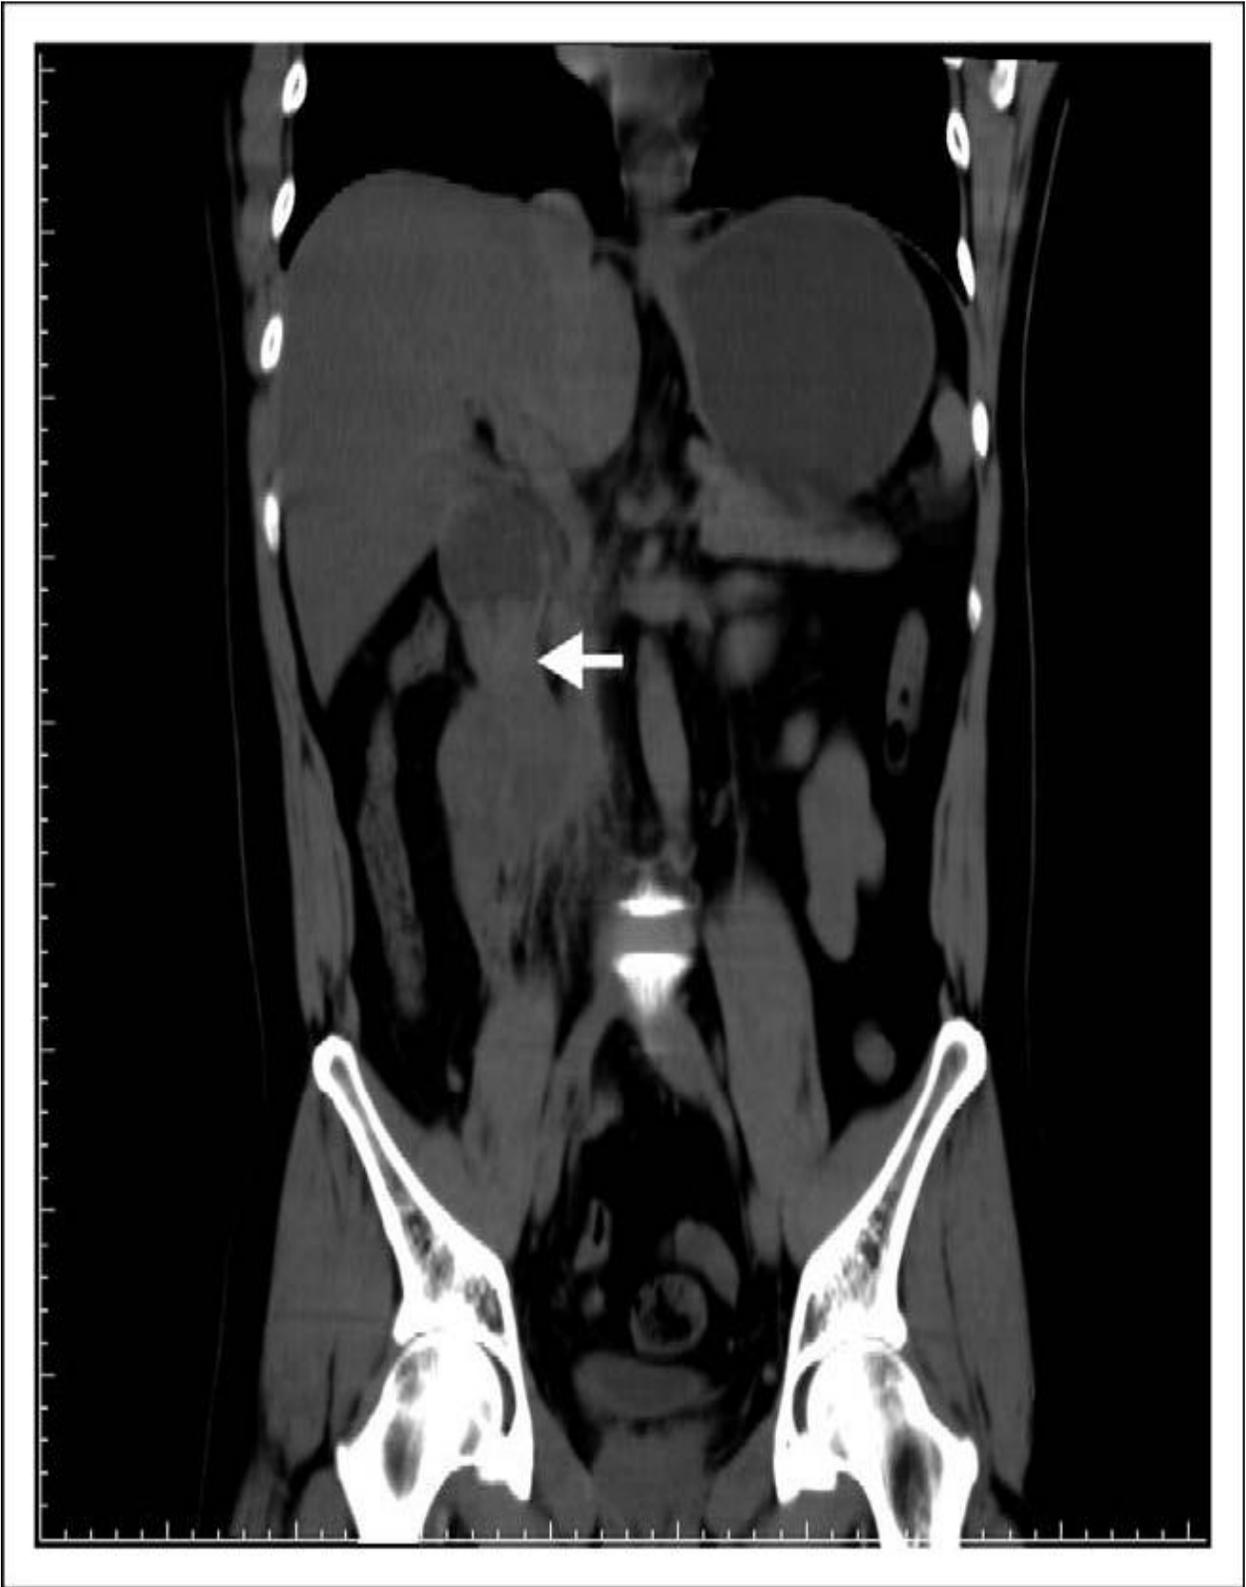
Tomografía corte coronal de hematoma duodenal, flecha señala sitio del hematoma.
